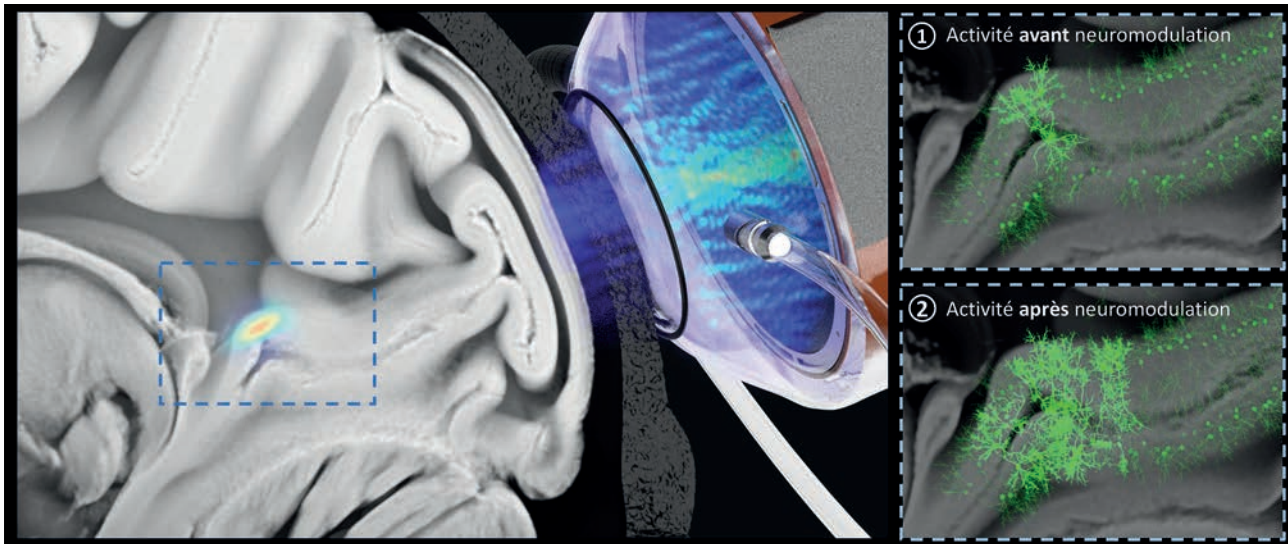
Exemple d'un dispositif de stimulation ultrasonore transcrânienne permettant la neuromodulation ciblée et non invasive de régions cérébrales profondes situées ici à 5 cm derrière le crâne (©Alexandre Dizeux, Physique pour la médecine Paris).
